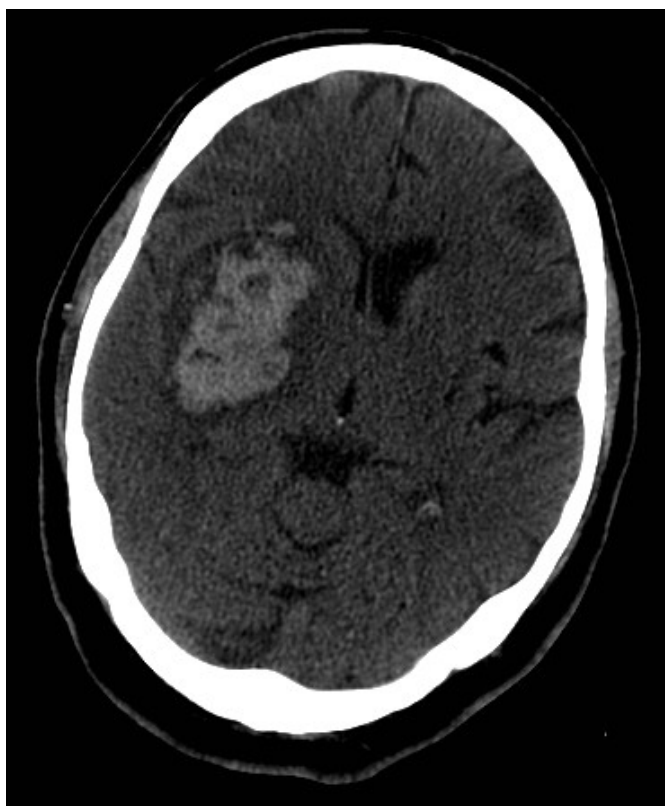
TC craneal sin contraste. Varón de 70 años tratado con acenocumarol. Se visualiza un hematoma cerebral espontaneo en ganglios basales derechos sin datos de complicación asociados (invasión ventricular, herniación cerebral).
